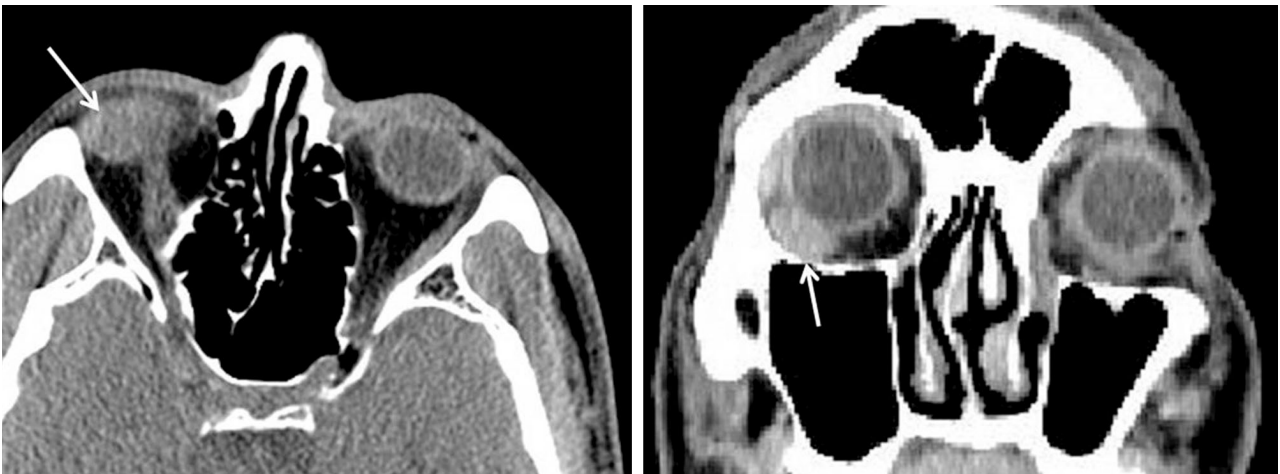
Axial (left) and coronal (right) orbital CT scans with contrast enhancement demonstrated a well-defined $0.6 \times 1.3 \times 1.4$ cm-sized mass of the right inferolateral orbit (white arrow).
